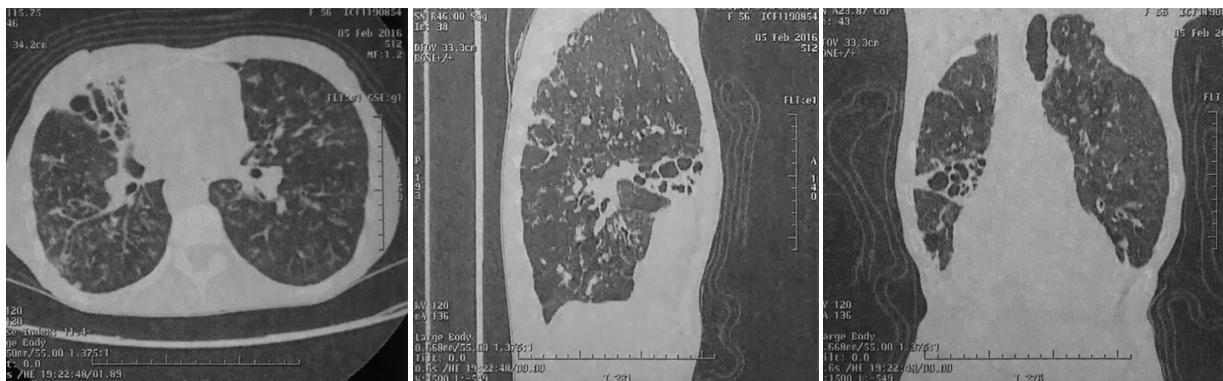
Tomografía computarizada post-tratamiento de tuberculosis, pérdida de volumen pulmonar derecho con lesiones quísticas correspondientes a bronquiectasias cilíndricas y quísticas en lóbulo medio y opacidades reticulares e intersticiales generalizadas de predominio lóbulo superior con imagen de vidrio deslustrada. Fuente: Autor
